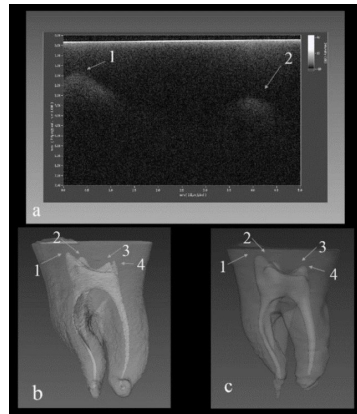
a. 髄角#1.2 が観察された OCT 画像 b. 同一試料の Micro CT による三次元構築画像. 髄角#1-4 が観察された. c. 同一試料の CBCT による三次元構築画像. 髄角#1-4 が観察された.
